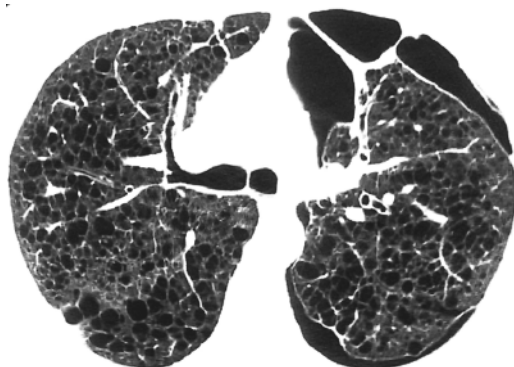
Tomografia computadorizada de tórax de alta resolução em paciente de 32 anos, mostrando múltiplos cistos de paredes finas, tamanhos variados, alguns confluentes e que substituem a cortical e medular pulmonares difusamente. Visualiza-se ainda irregularidades pleurais à direita - seta (aderência em região de pneumotórax prévio) e pneumotórax a esquerda.
